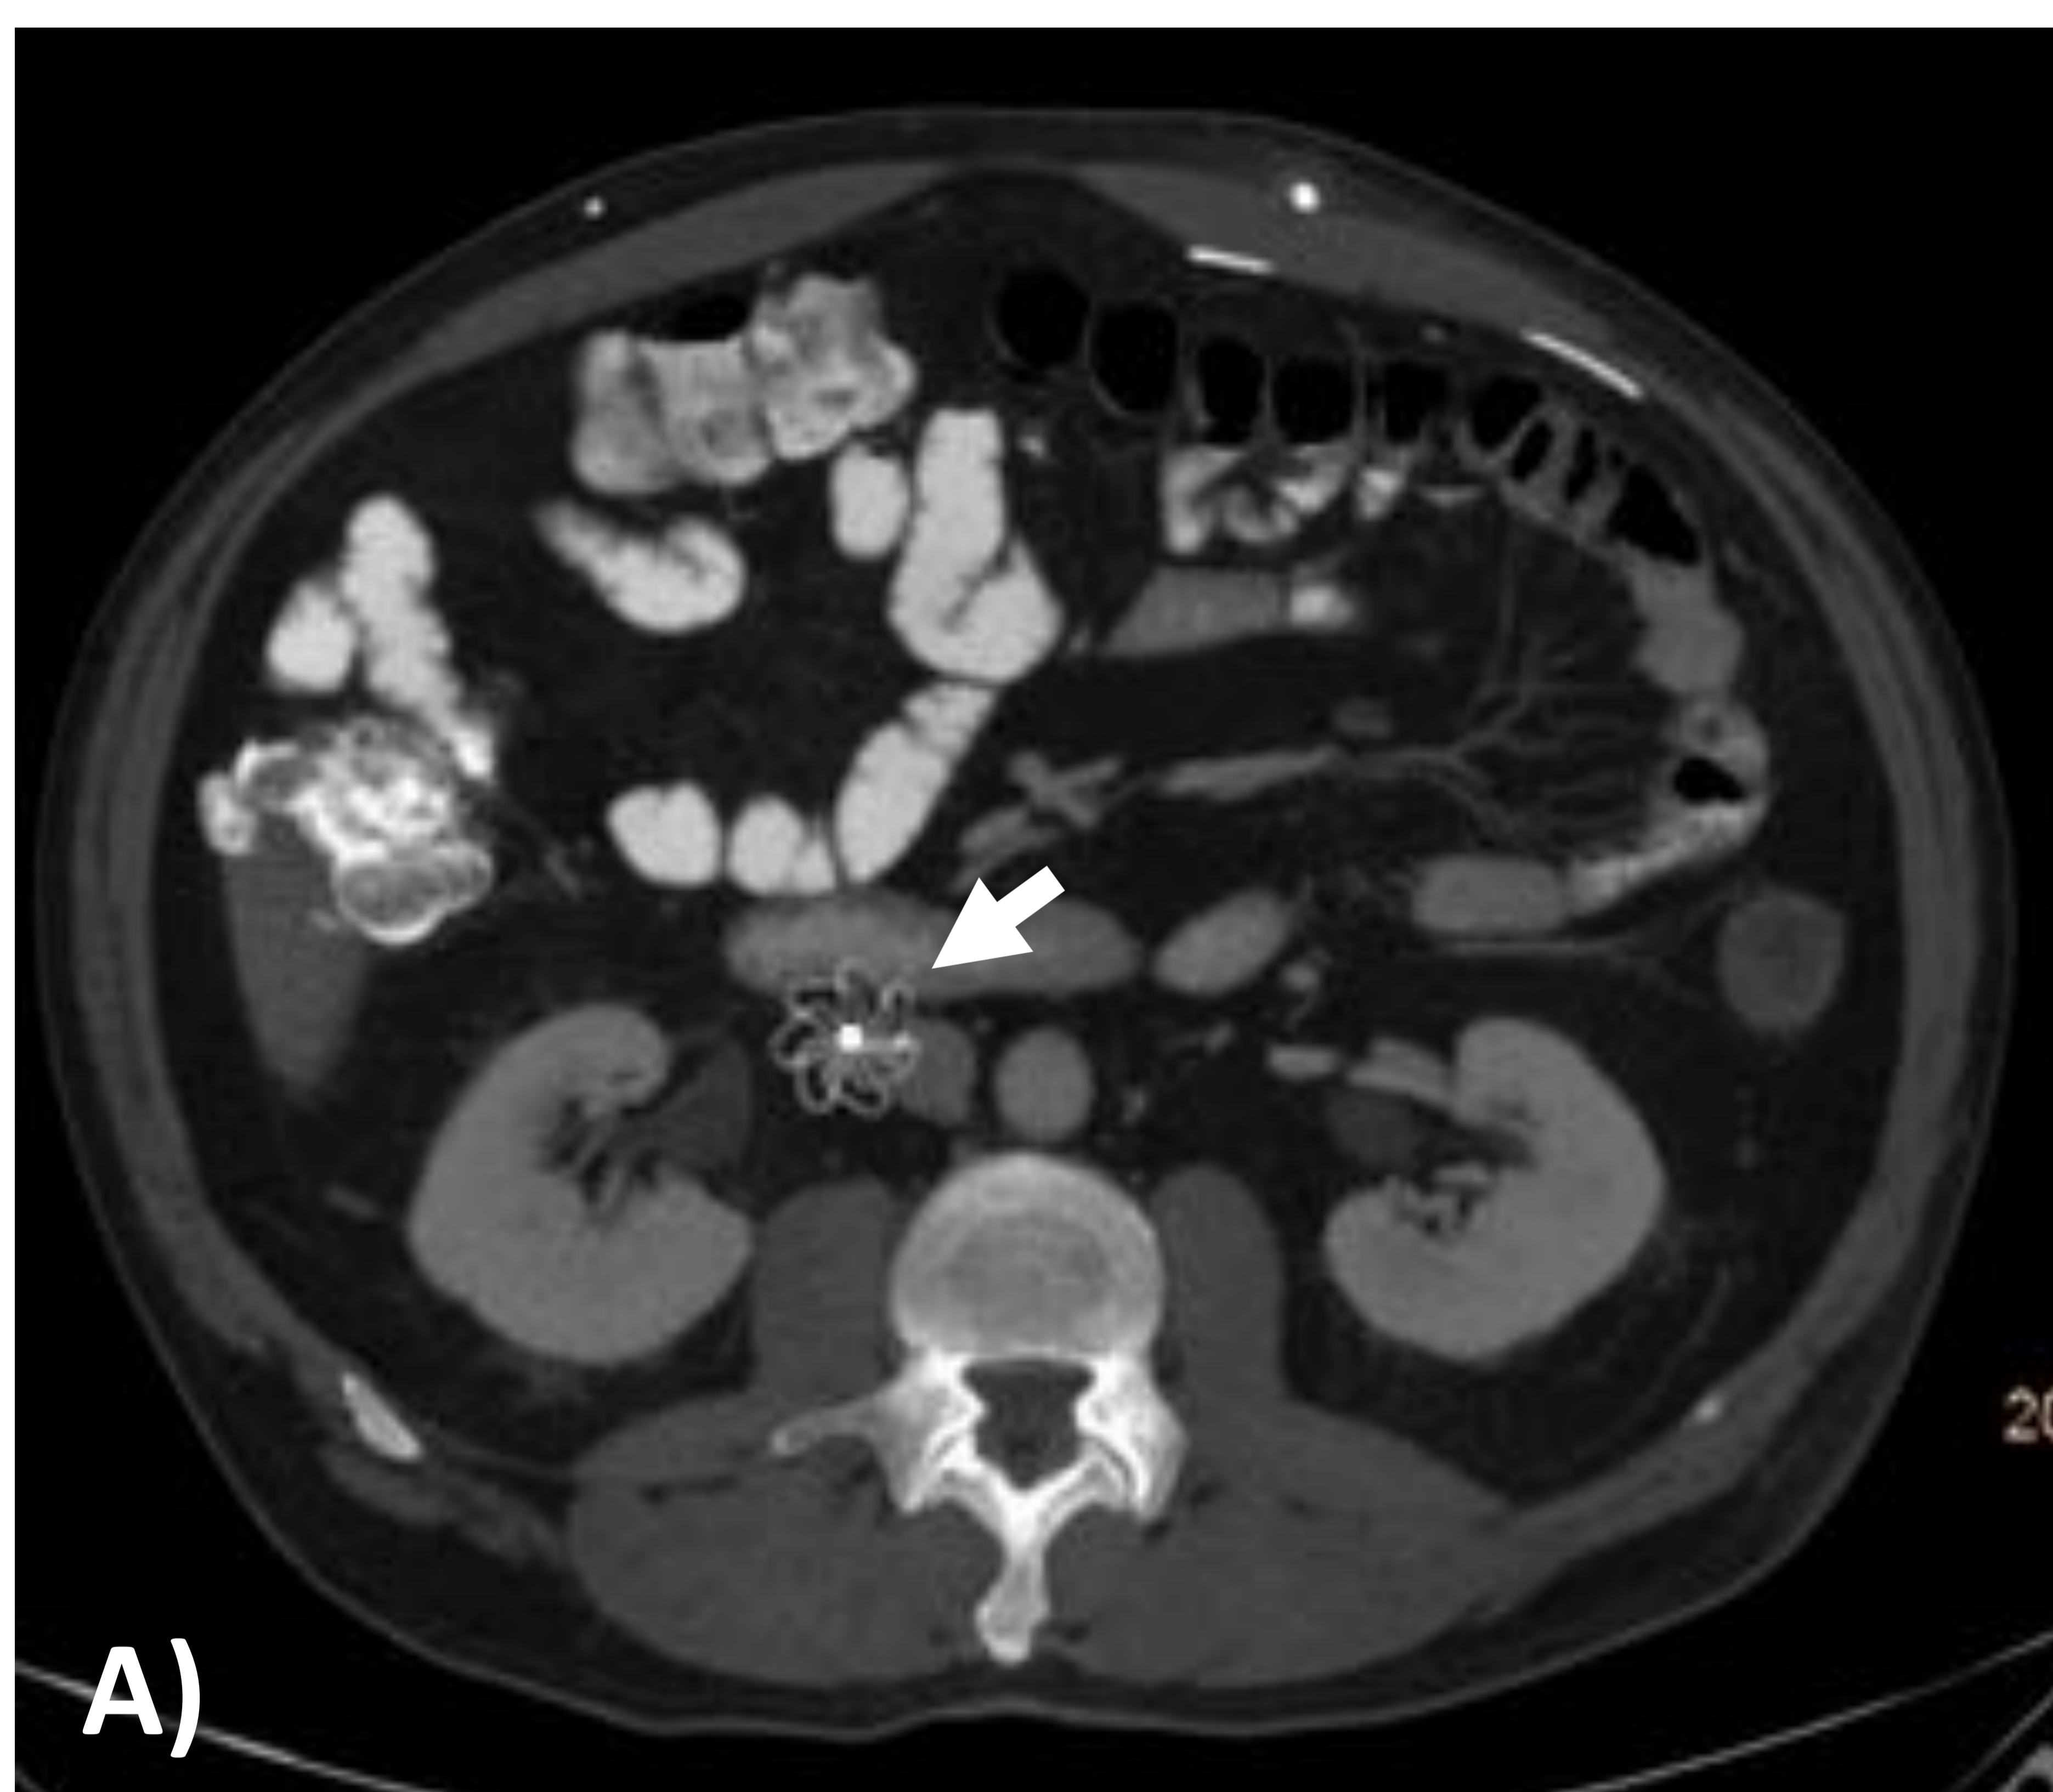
TAC abdominal. Colocación extracava de filtro permanente tipo Simon Nitinol © Bard (flecha), en vena gonadal derecha.
